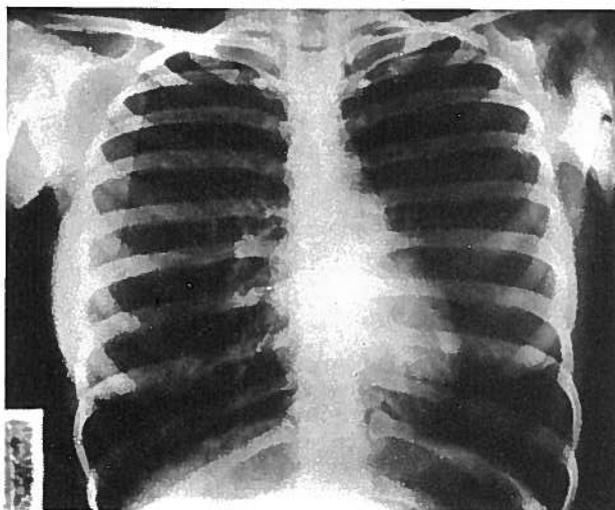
Radiografia do Torax (PA). Horizontalização dos arcos intercostais e diafragma em posição baixa.
